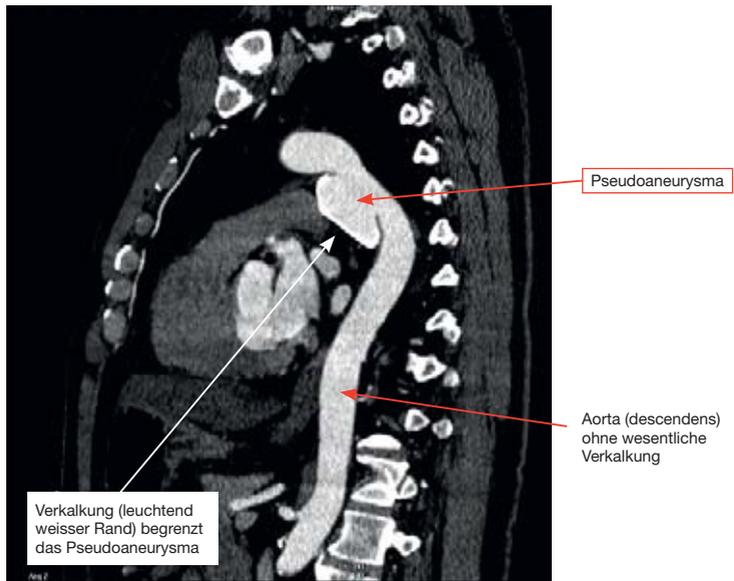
Computertomographie des seitlichen Thorax (Gefäßdarstellung mit Kontrastmittel)
